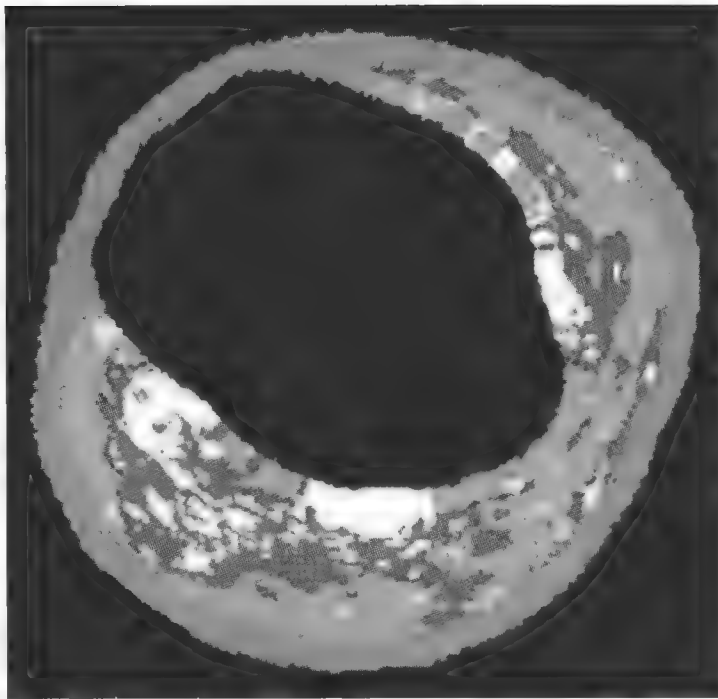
采用反向散射的超声射频信号获得的血管内超声虚拟组织图像。
